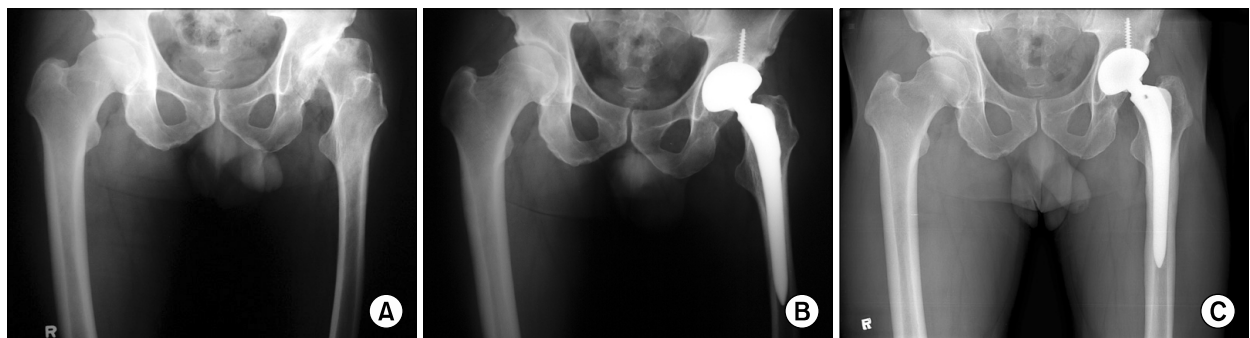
A 46-year-old man underwent total hip arthroplasty using alumina-on-alumina bearing surfaces. (A) Preoperative radiograph shows the type 2 deformity in the left hip. There is partial resorption of the femoral head and a dysplastic acetabulum, but the width of femoral canal is relatively normal. (B) Postoperative radiograph obtained at 2 weeks after surgery. (C) Radiograph taken 5 years and 9 months after surgery. No evidence of periprosthetic osteolysis or implant loosening was observed.
